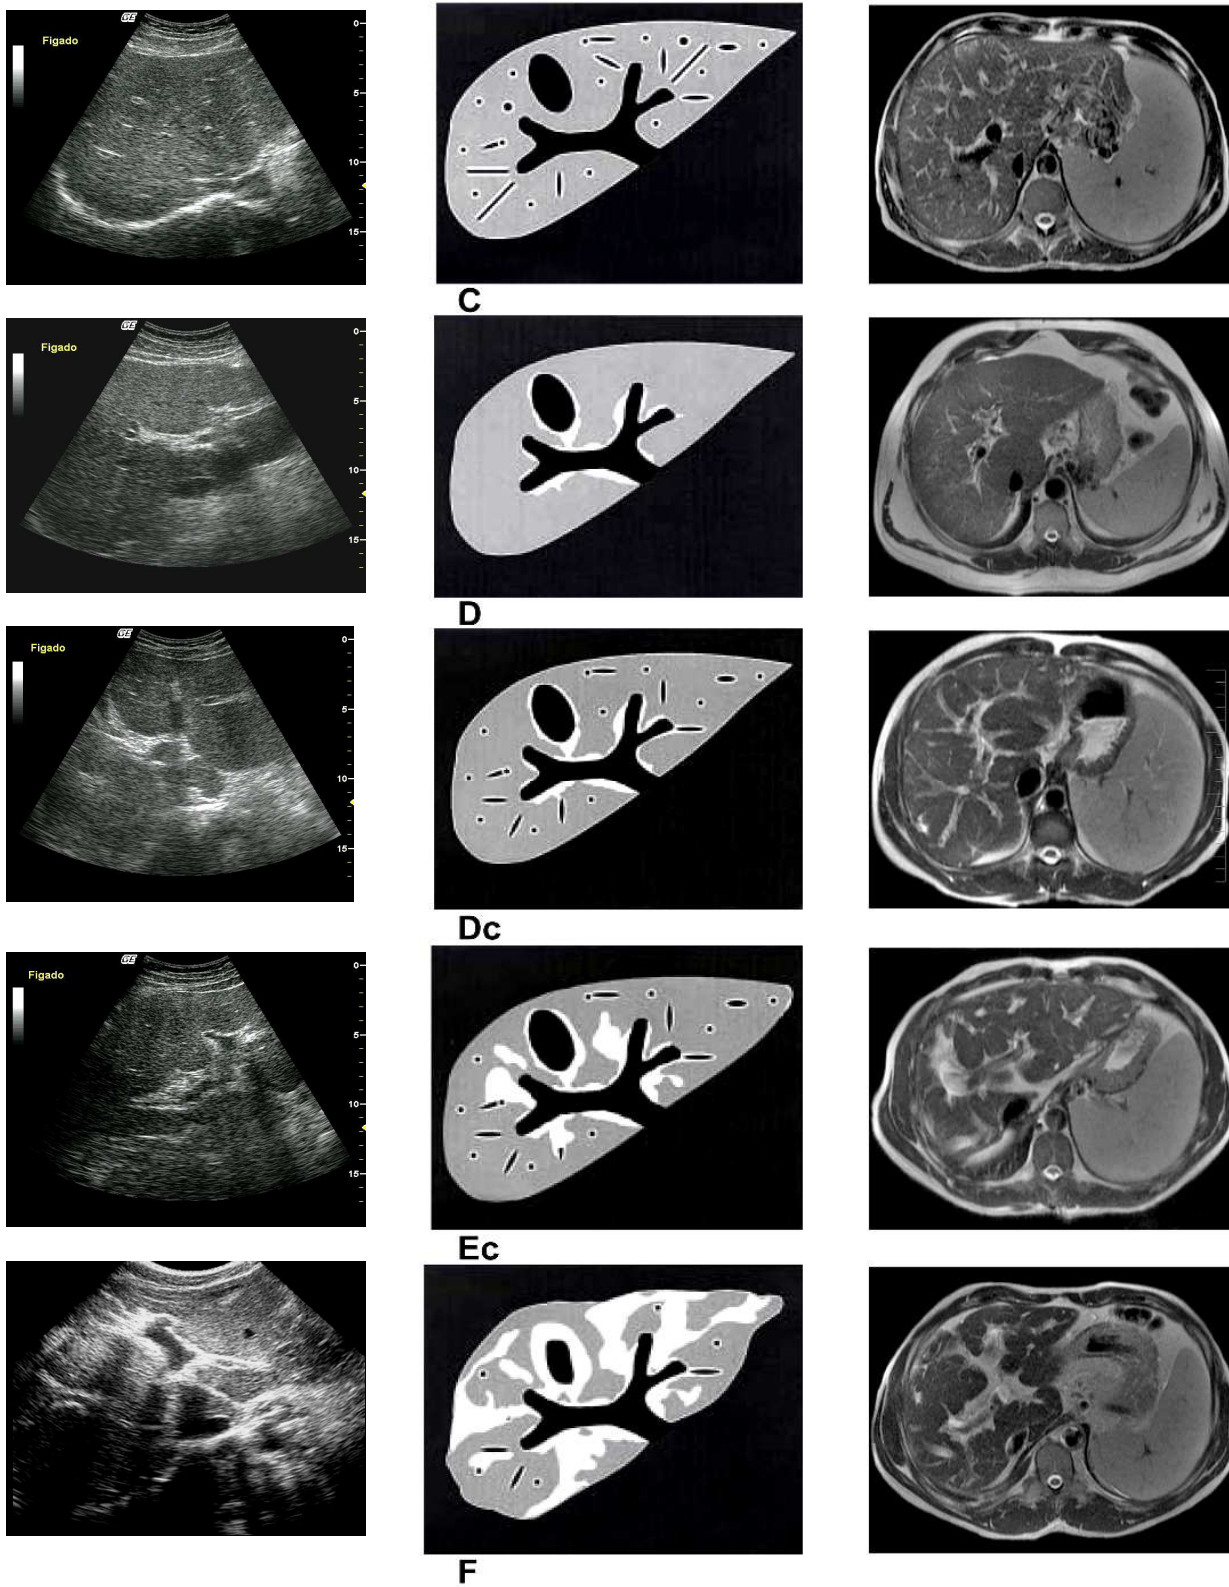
Prancha da OMS para ultra-sonografia (coluna do meio), imagem correspondente ao ultra-som (coluna da direita), imagem correspondente à ressonância magnética (coluna da esquerda).
